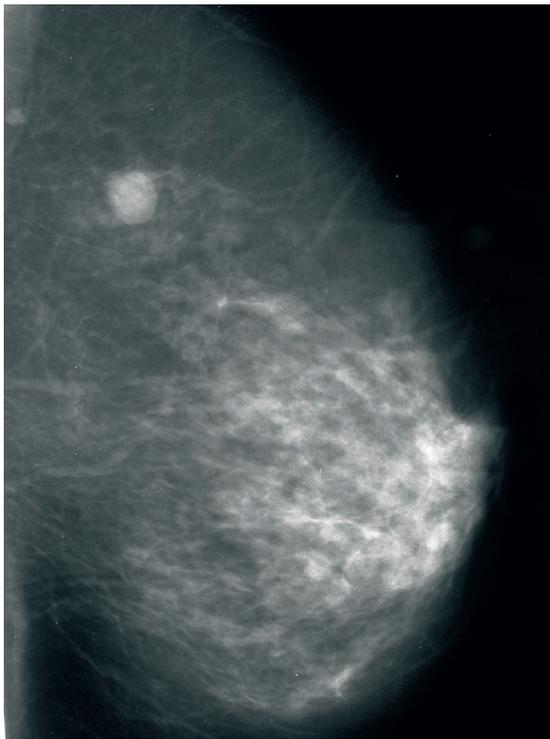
Nódulo en mamografía y ecografía que resultó un carcinoma ductal bien diferenciado.
